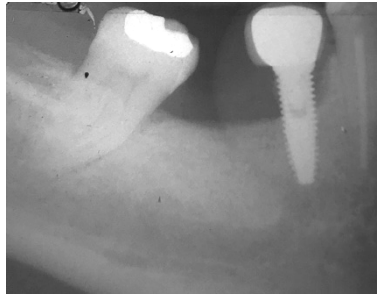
Radiografia peri-apical de um implante com peri-implantite.
